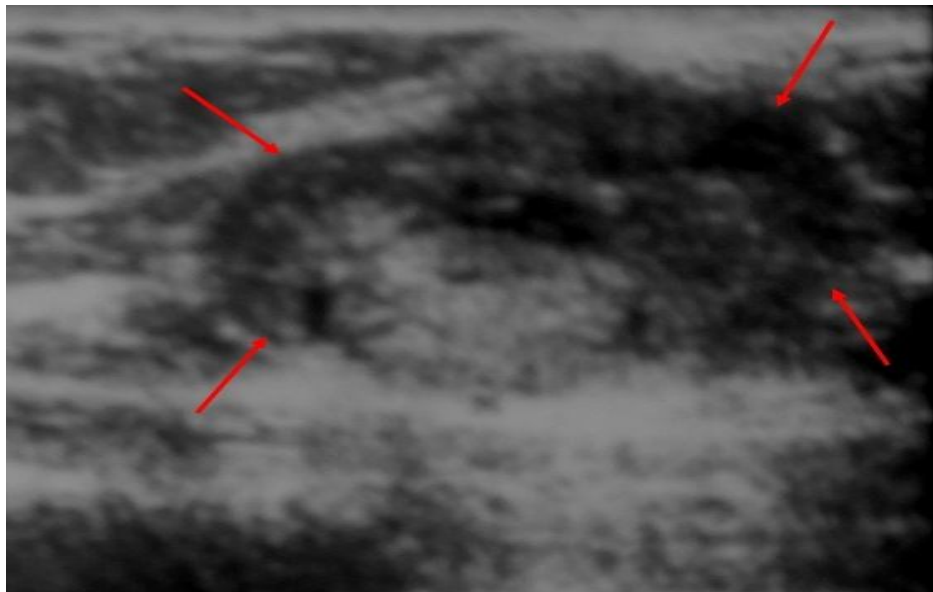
Échographie: masse isoéchogène hétérogène de contours lobulés avec renforcement postérieur. (109)
